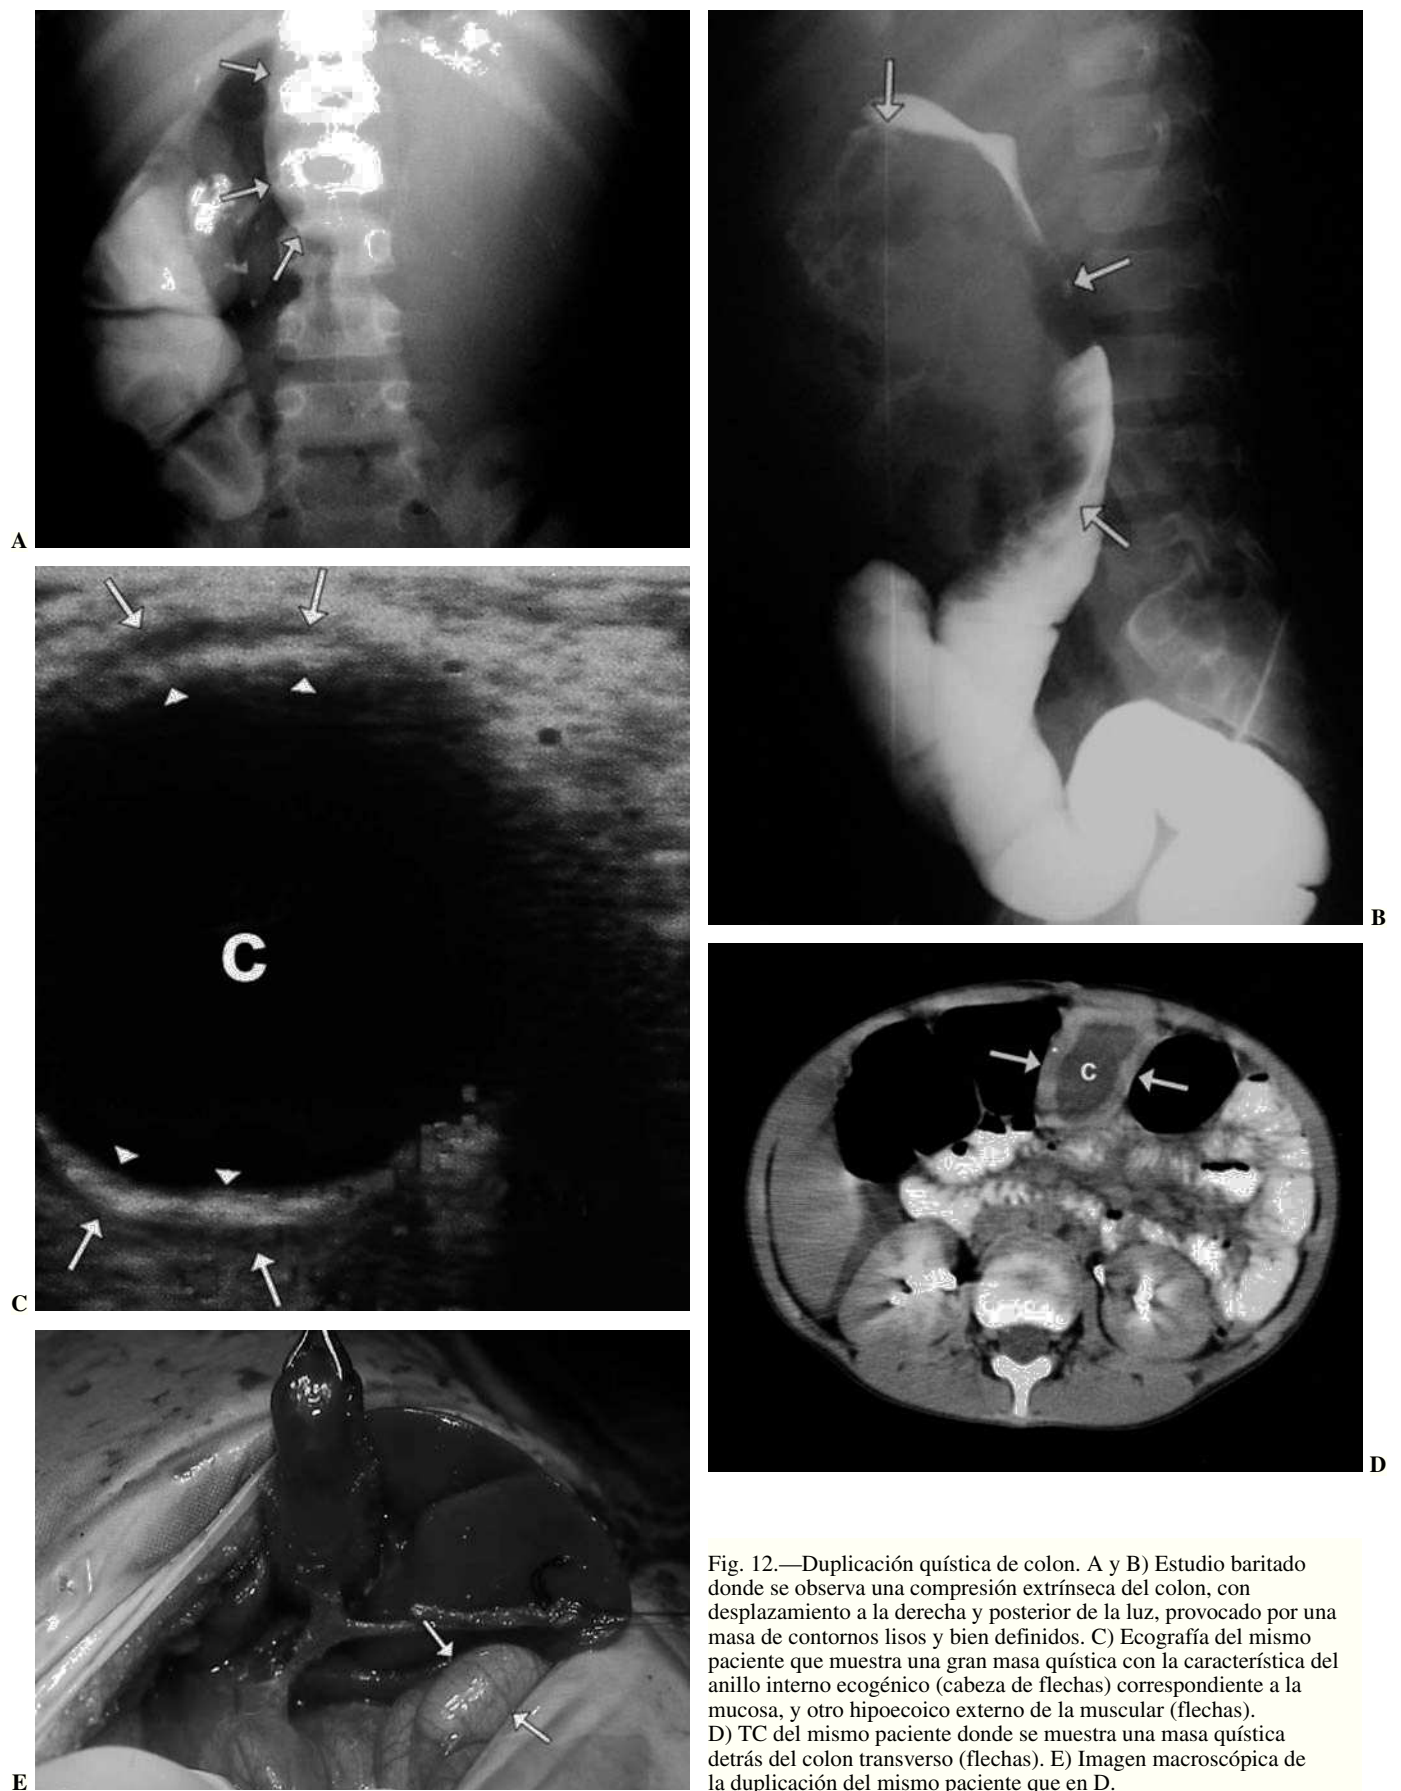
Duplicación quística de colon. A y B) Estudio baritado donde se observa una compresión extrínseca del colon, con desplazamiento a la derecha y posterior de la luz, provocado por una masa de contornos lisos y bien definidos. C) Ecografía del mismo paciente que muestra una gran masa quística con la característica del anillo interno ecogénico (cabeza de flechas) correspondiente a la mucosa, y otro hipoeoico externo de la muscular (flechas). D) TC del mismo paciente donde se muestra una masa quística detrás del colon transverso (flechas). E) Imagen macroscópica de la duplicación del mismo paciente que en D.
